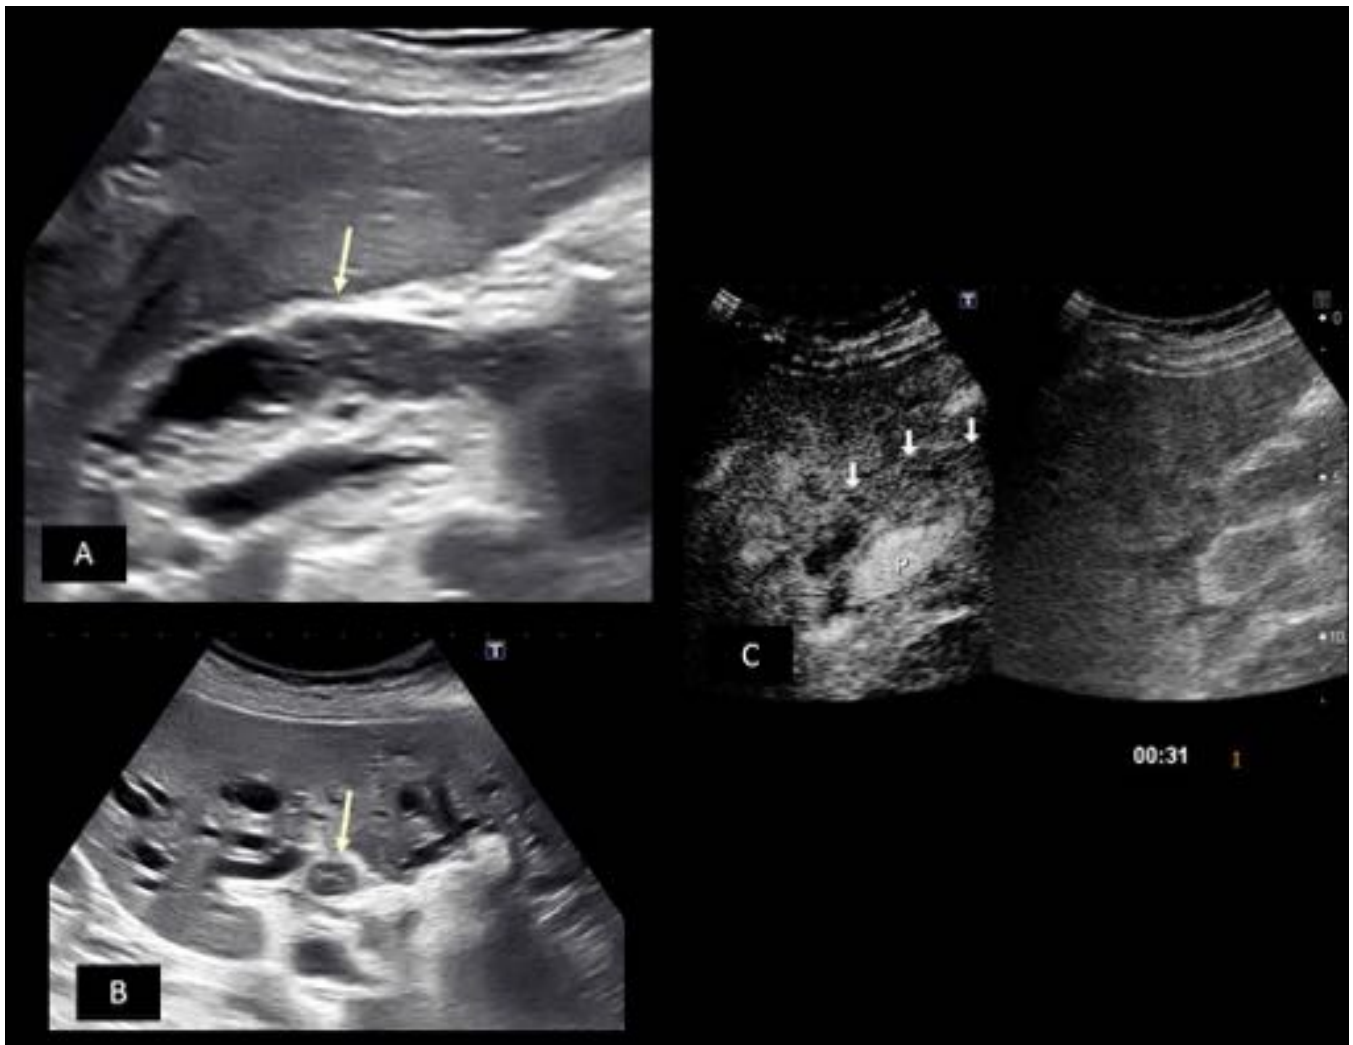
CC perihiliar de crecimiento mixto peri e intraductal. Imágenes de hígado en ecografía (A y B) se identifica lesión periductal-intraductal (flechas) en la confluencia de los conductos hepáticos principales que condiciona dilatación de la vía biliar intrahepática. En la ecografía con contraste (C) se evidencia el realce de la lesión, lo que permite diferenciarla de barro biliar.
